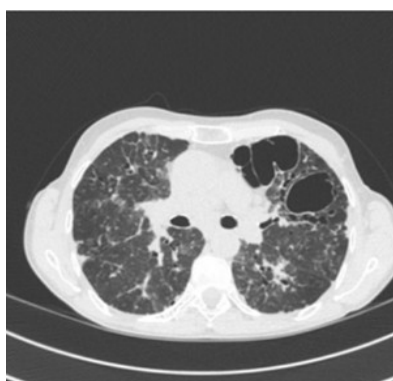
Tomografía computarizada del tórax de un hombre de 68 años con neumonitis por hipersensibilidad crónica que presentaba bullas en el lóbulo superior izquierdo
